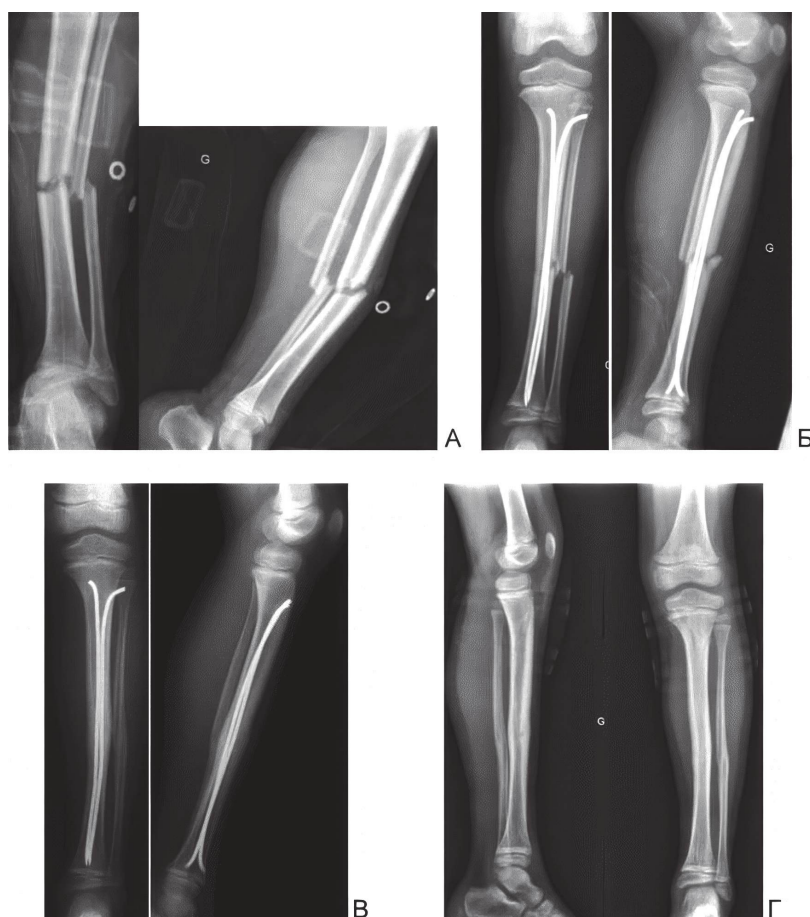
Интрамедуллярный эластичный остеосинтез при переломах костей голени у ребенка 8 лет: А – рентгенограммы голени – поперечный перелом большеберцовой и малоберцовой кости в средней трети, Б – на следующий день после выполнения остеосинтеза, В – через 3 месяца после операции (консолидация), Г – после удаления интрамедуллярных стержней.
